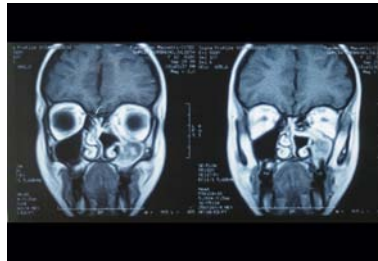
RMN después de la 2da cirugía. Compromiso de seno maxilar. Etmoides libre.
